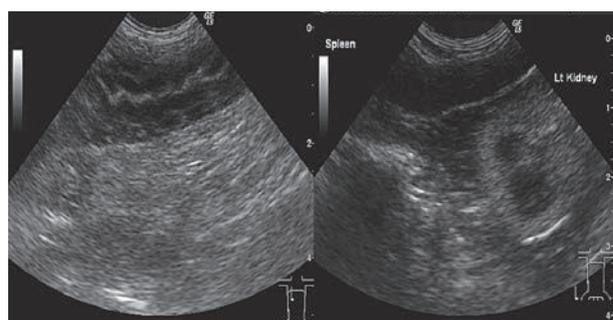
初診時の十二指腸（左）と第181病日の脾臓（右）の超音波画像
